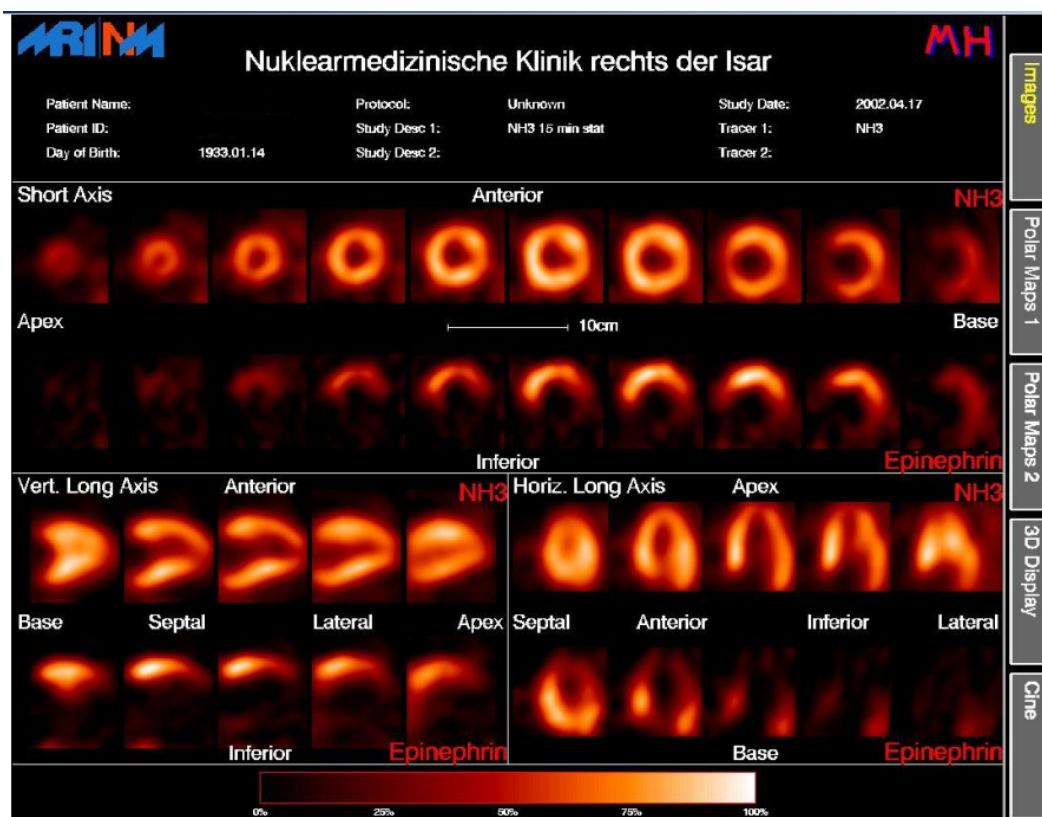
PET-Schnittbilder der myokardialen Epinephrin- bzw. NH_3 - Retention bei einem reinnervierten Herztransplantierten
